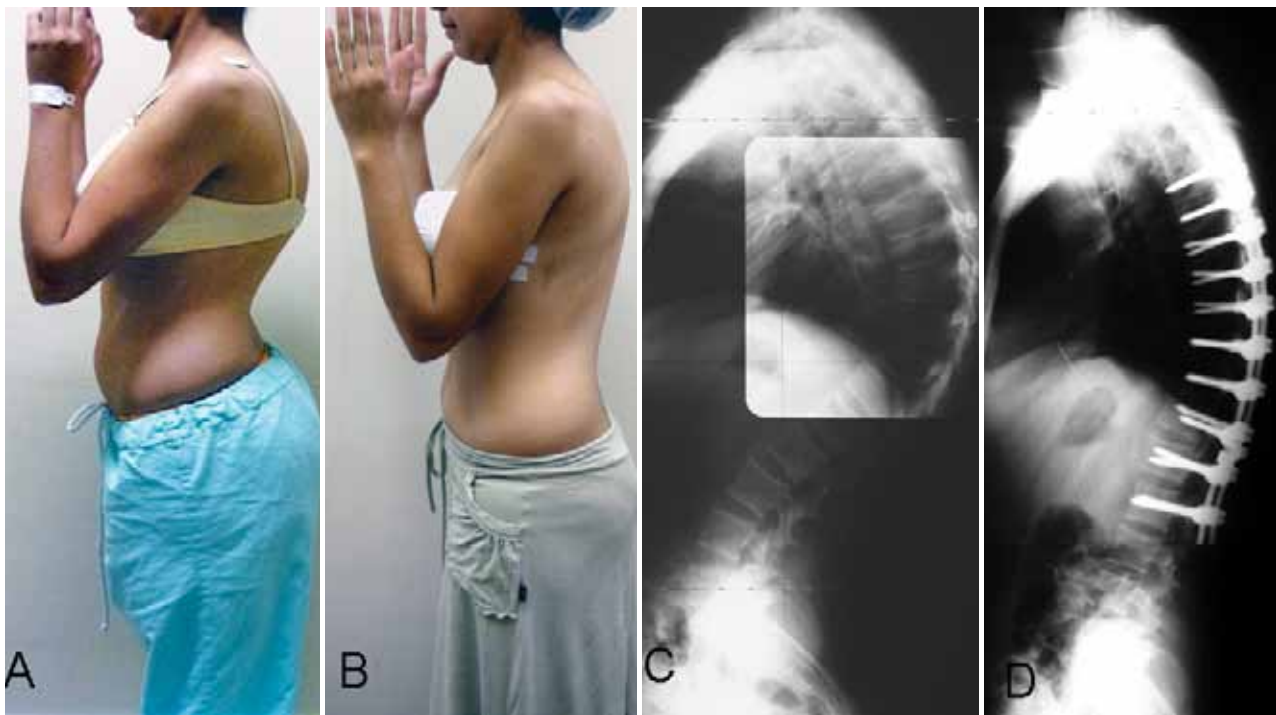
Fotografia e radiografia em perfil no pré-operatório (A e C) e após a correção (B e D)
